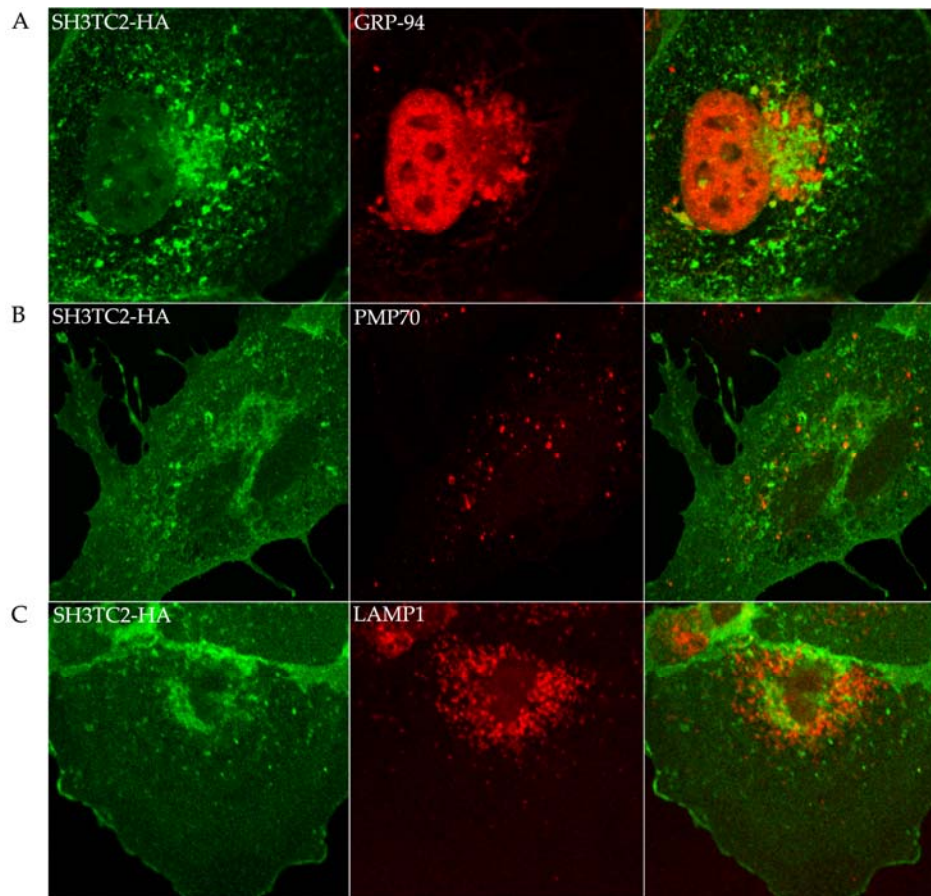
Localización subcelular de SH3TC2. Células COS-7, transfectadas con el plásmido que codifica para SH3TC2-HA (A-C), se fijaron e inmunodetectaron con anti-HA para SH3TC2-HA, y con los siguientes marcadores de orgánulos: anti-GRP-94 (A); anti-PMP70 (B); anti-LAMP1 (C). La detección de anti-HA se muestra en el canal verde, mientras que en el canal rojo se muestran los marcadores de orgánulos. En el panel derecho se muestra la superposición de las imágenes obtenidas con los diferentes canales.
